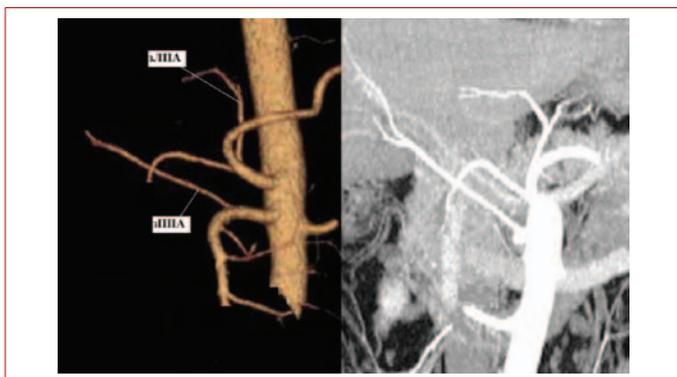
Проекция максимальной интенсивности (MIP) в коронарной проекции (3D-реконструкция МСКТ-ангиографии). Замещающие левая (зЛПА) и правая (зРПА) печеночные артерии отходят от левой желудочной артерии и верхней брыжеечной артерии (ВБА)
